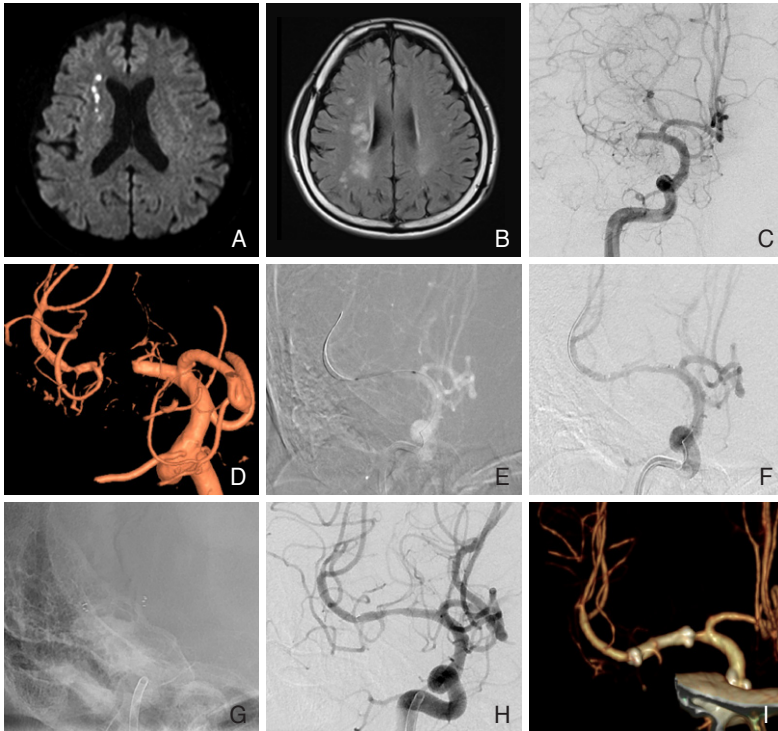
A case of symptomatic right middle cerebral artery stenosis treated with balloon angioplasty followed by stent insertion. A 65-year-old gentleman presented with fluctuation of left side weakness which occurred about 10 days before the procedure. (A) Initial diffusion-weighted imaging (b=1,000) shows a linear distribution of high signal spots along the anterior portion of the right internal carotid artery (ICA) internal borderzone. (B) Fluid-attenuated inversion recovery image shows not acute but recent infarction along the entire right ICA internal borderzone suggesting recurrent episodes of hemodynamic mechanism of infarction. (C) Initial right ICA angiogram shows a segmental severe stenosis of the right middle cerebral artery trunk. Significant of antegrade flow reduction is partially compensated by leptomeningeal collaterals from the ipsilateral anterior cerebral artery. (D) Volume rendering reconstruction image of right ICA rotational angiogram shows the stenosis vividly. The image is very helpful for the selection of optimal size of the balloon and stent. (E) Dilated balloon catheter is noted as gray tubular structure along the guidewire during angioplasty. The size of the balloon is 2 mm x 20 mm. (F) The control angiogram taken right after balloon dilatation shows mild residual stenosis. The procedure can be stopped at this point. However, we decided to insert a stent since the inner surface of the angioplasty site was a little shaggy. (G) A Wingspan stent sized 3 mm x 15 mm is deployed and both ends of the stent show dot-like radiopaque markers. (H) Control angiogram obtained right after stent placement shows mild residual stenosis, however, ante-grade flow is restored significantly. (I) Volume rendering image of computed tomography angiogram obtained the following day shows good patency of the stent. Inner lumen of the stent can easily be observed with thin-section maximum-intensity projection display (not shown).
